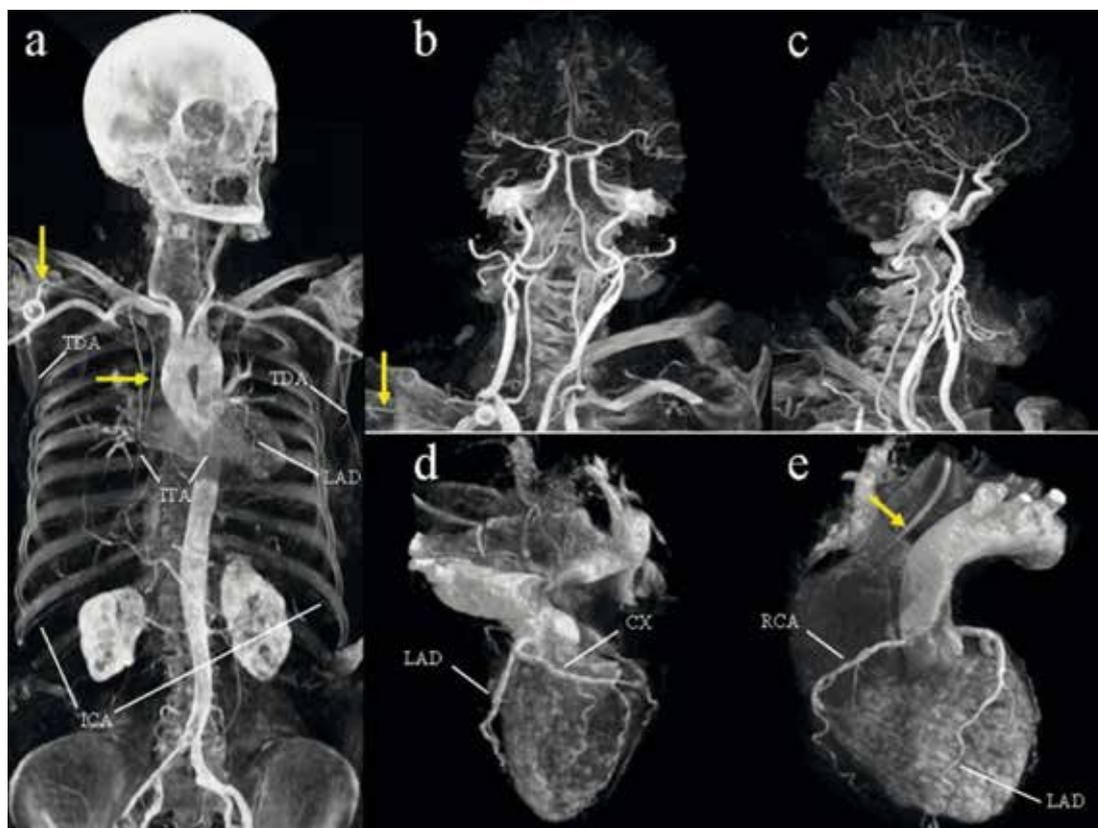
Visualizzazione 3D del sistema arterioso in un cadavere con TC ed iniezione di mezzo di contrasto ad alta viscosità: (a) vista AP della testa e del tronco, con esposizione anche di piccole branche come l'arteria toracodorsale (TDA), intercostali (ICA), toracica interna (ITA), coronarie (discendente anteriore sinistra LAD). Da notare un Catetere Venoso Centrale (frecche gialle). b+c) rimozione delle ossa craniche e immagini del circolo endocranico, fino alle branche più periferiche. d+e) rimozione dei tessuti limitrofi con visualizzazione del circolo coronarico: discendente anteriore sinistra LAD, circumflessa CX, coronaria destra RCA).
